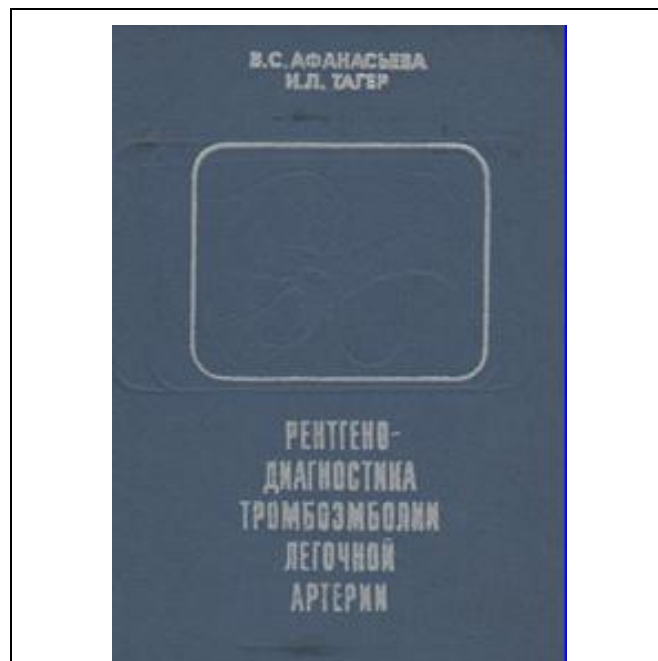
Монография «Рентгенодиагностика тромбозмболии легочной артерии», 1976 г.
